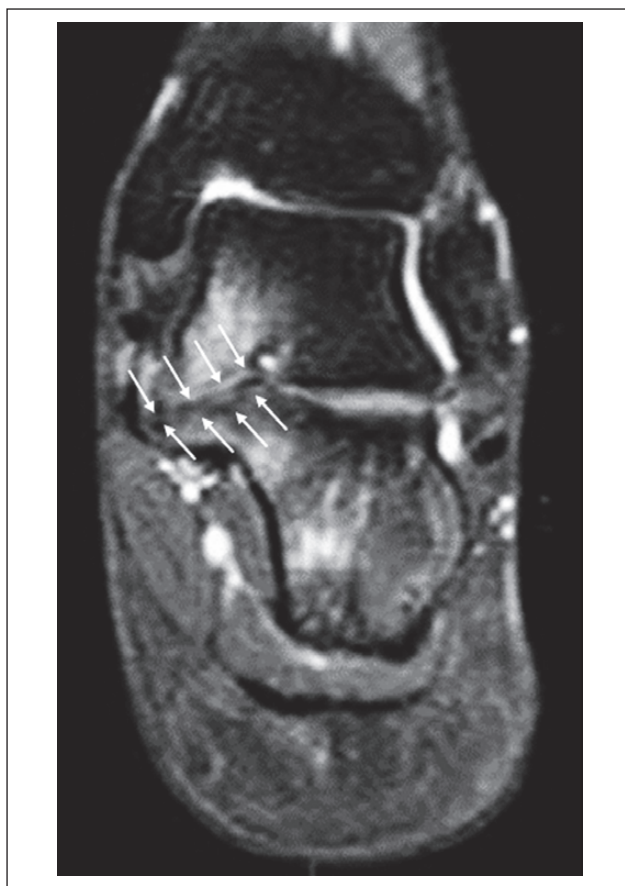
МР-томограма пацієнта з таранно-п'ярковою ТК, симптом «п'яного офіціанта»
